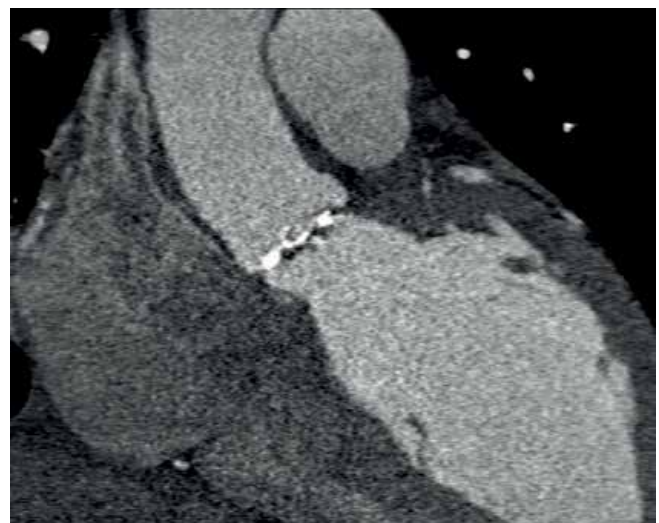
Кальцификация АК по данным чреспищеводной ЭхоКГ (А) и МРТ (Б).
